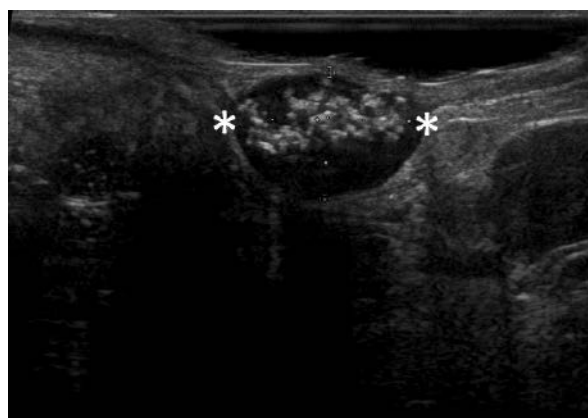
Эхограмма гастроинтестинальной стромальной опухоли. ЭРУЗИ в В-режиме, опухоль обозначена метками (*).
